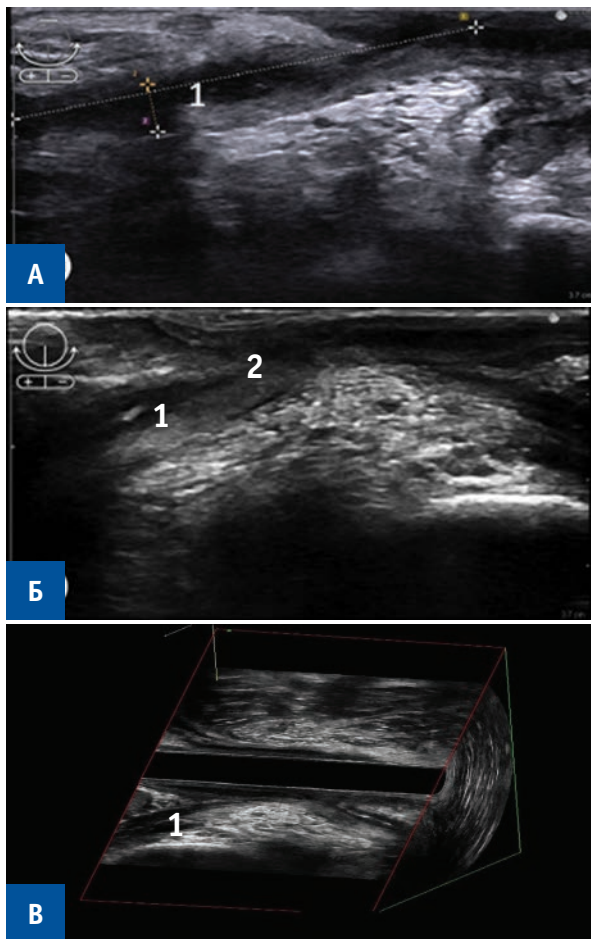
ЭРУЗИ пациента с рецидивом свища после выполнения ЛТ + ПСМП:
